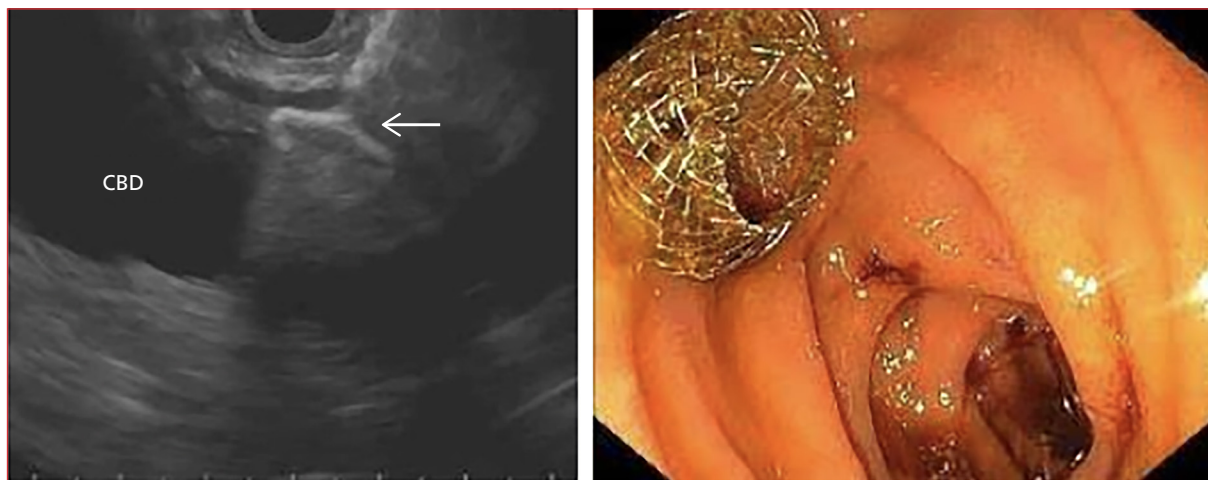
• Colletterte distale (vue en échographie) et colletterte proximale (vue en endoscopie) de la prothèse Axios®.
